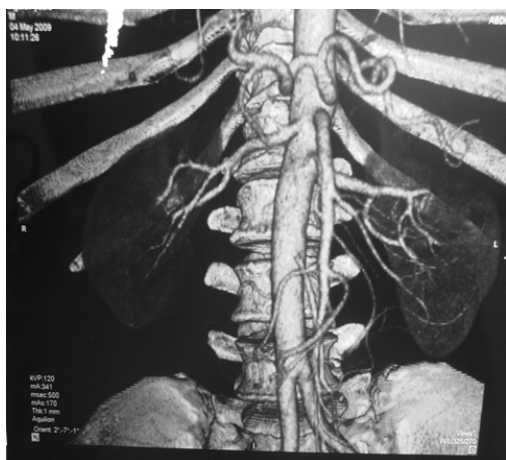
Angiotomografia em 3D: Aorta, tronco celiaco, vasos mesentéricos e vasos ilíacos.
